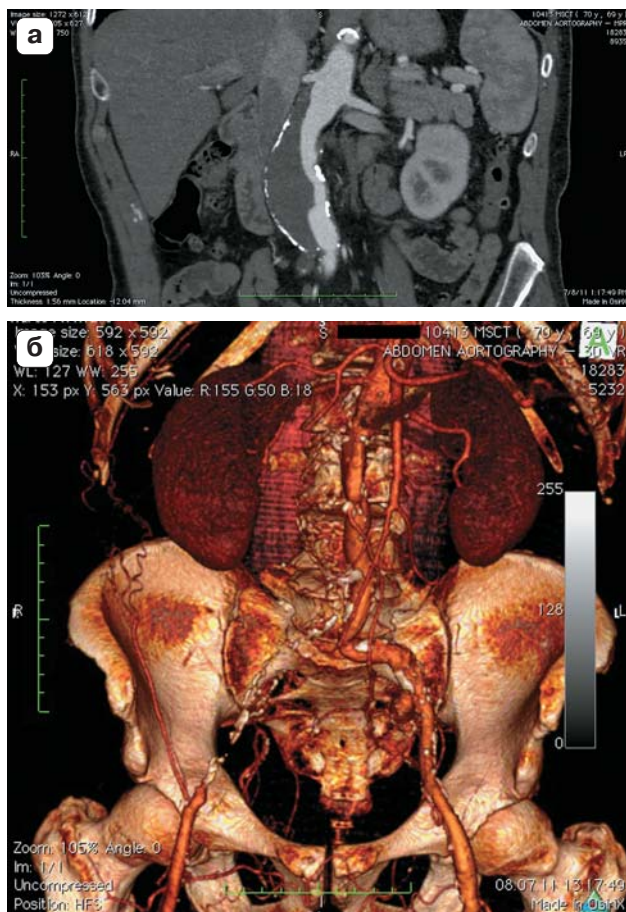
а, б. Мультипланарная и 3D-реконструкции МСКТ пациента до гибридного хирургического вмешательства.
